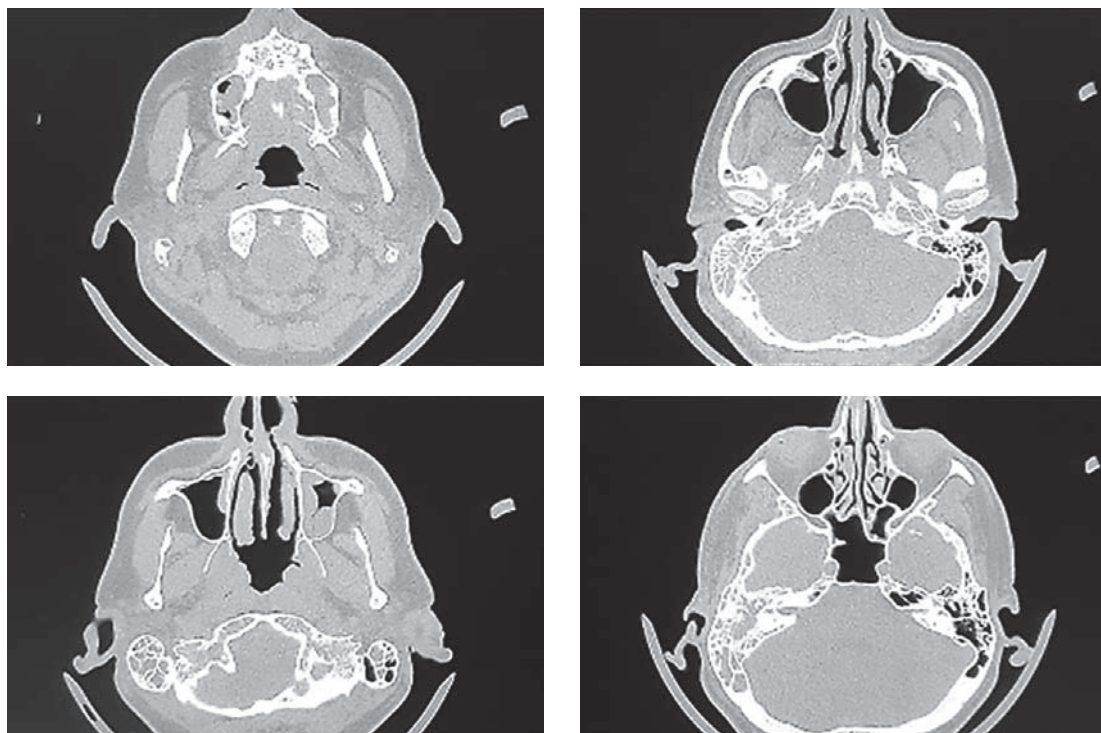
Компьютерная томография околоносовых пазух от 29.03.24: гипертрофические изменения слизистой в клетках решетчатой кости, основной пазухи, верхнечелюстных пазухах; кисты верхнечелюстных пазух
